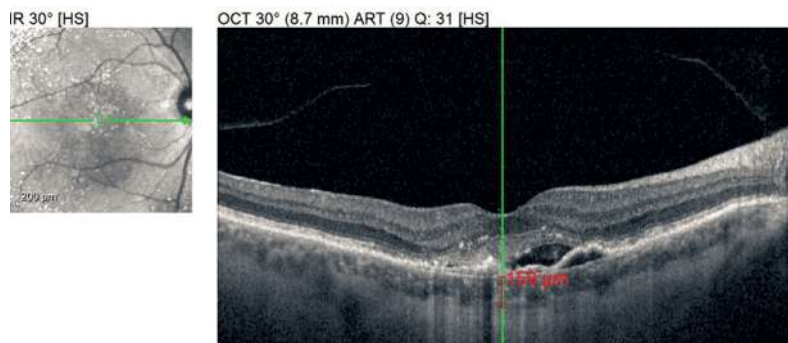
В-скан оптической когерентной томографии пациента с влажной формой ВМД. Показано измерение субфовеальной толщины хориоидеи
